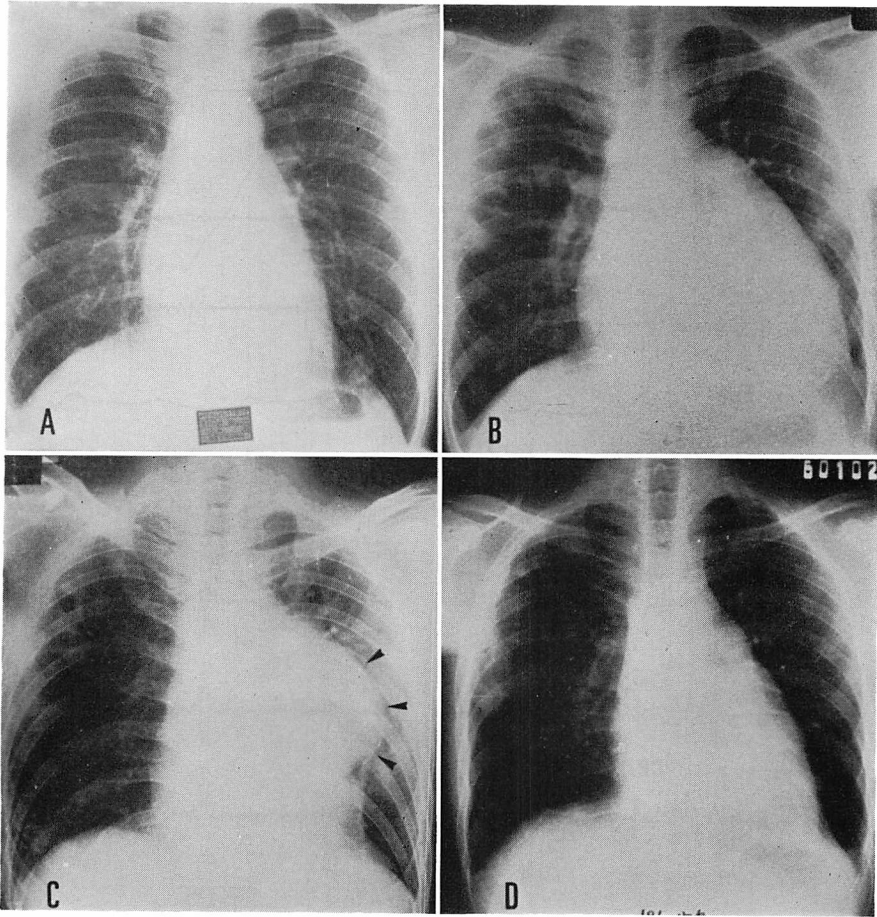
Chest radiographs taken during the course of illness.
